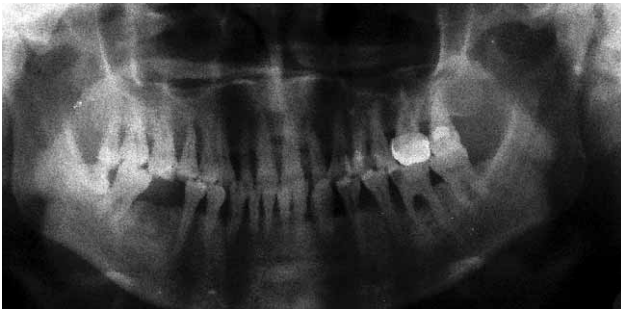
Ортопантомограмма. Пародонтит с глубокими активными очагами деструкции у всех зубов. Кариес $\overline{54}$. Ретенция и дистопия $\overline{87}$ б.
